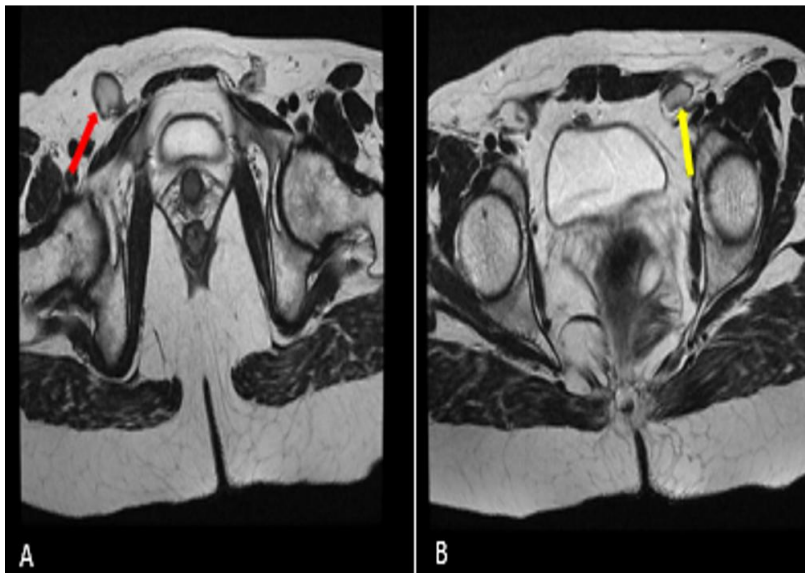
IRM pelvienne séquences axiales pondérées en T2 : mise en évidence au niveau des canaux inguinaux de deux structures ovalaires bien limitées en hypersignal T2 évoquant des gonades testiculaires : le testicule droit (flèche rouge) et le gauche (flèche jaune).
